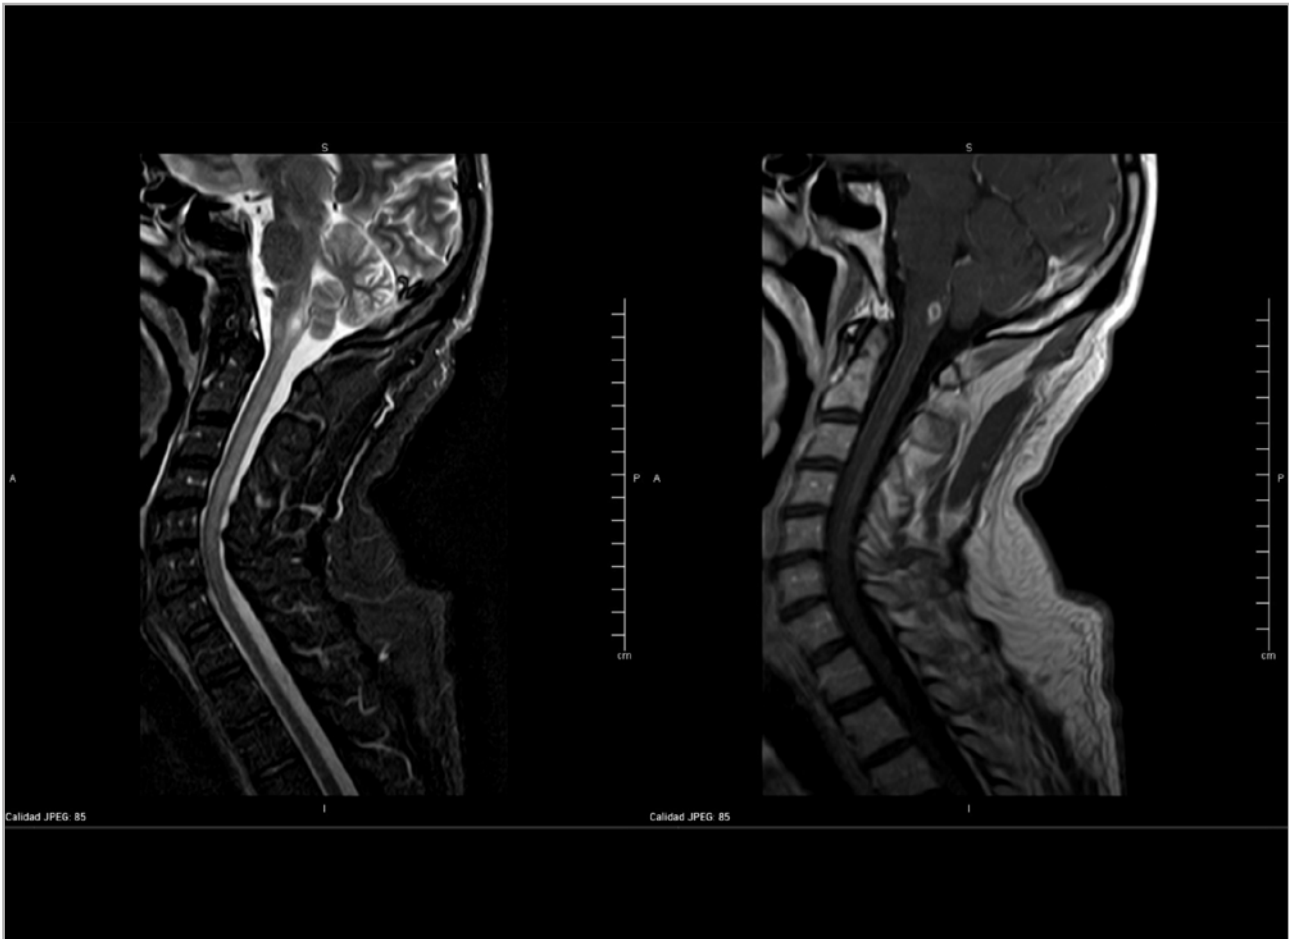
Resonancia magnética (RM) medular. A: T2 sagital que muestra, además de la lesión del área postrema descrita en la Figura 1, lesión medular que ocupa la altura de 4-5 cuerpos vertebrales a nivel cervical; B: T1 poscontraste sagital que muestra intensa captación de gadolinio en anillo de la lesión del área postrema y tenue realce en la región posterior de la lesión medular.
